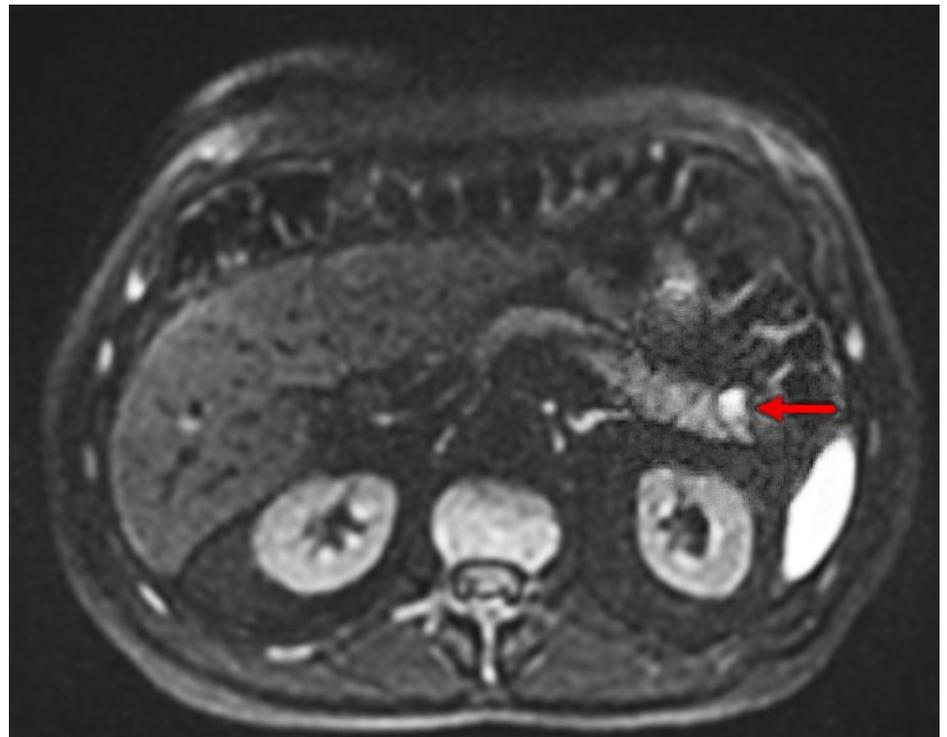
MRI Abdomen mit hyperintensem Signal in der Diffusions-Bildgebung (bei $b = 800$). Roter Pfeil entspricht NET im Pankreasschwanz.
